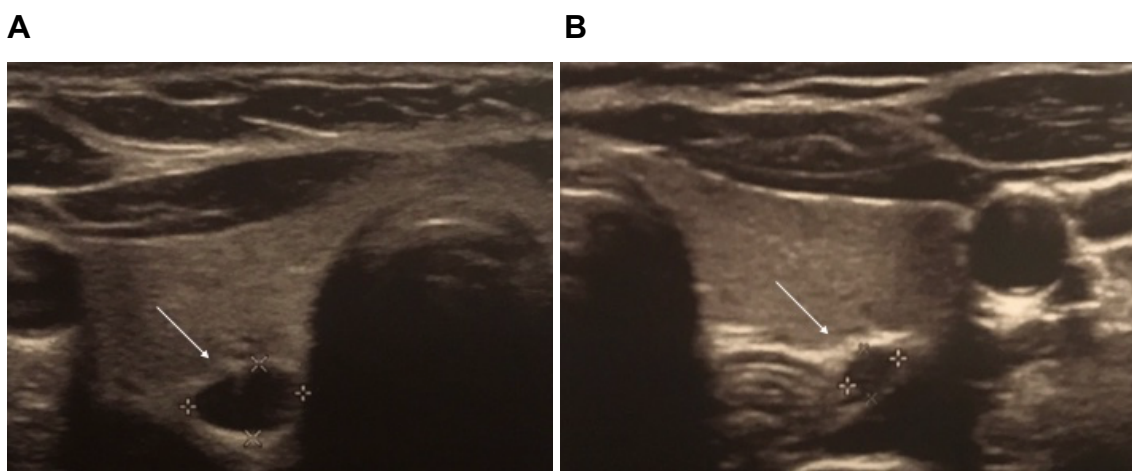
USG de paratireoides do indivíduo II.2. Paratireoide direita medindo 0,72x0,48 mm (A) e paratireoide esquerda medindo 0,33x0,29 mm (B)
